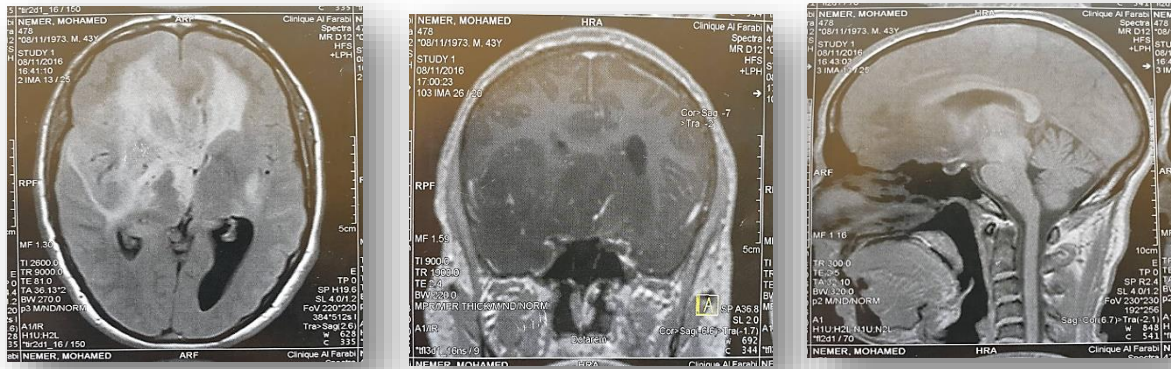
IRM cérébrale du patient 7
